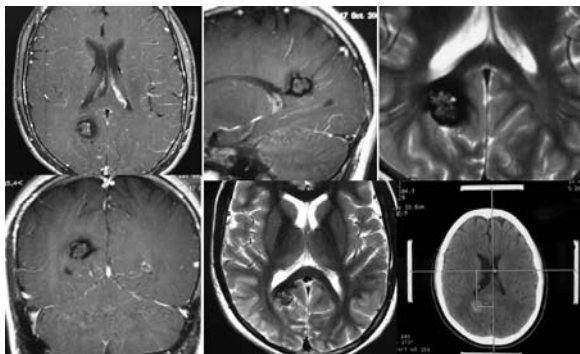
Imagens de RM mostrando cavernoma retrosplênico paraventricular adjacente à radiação óptica e sua marcação estereotáxica.
